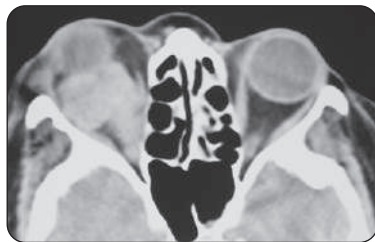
TDM en coupe axiale d'un carcinome métastasé droit
